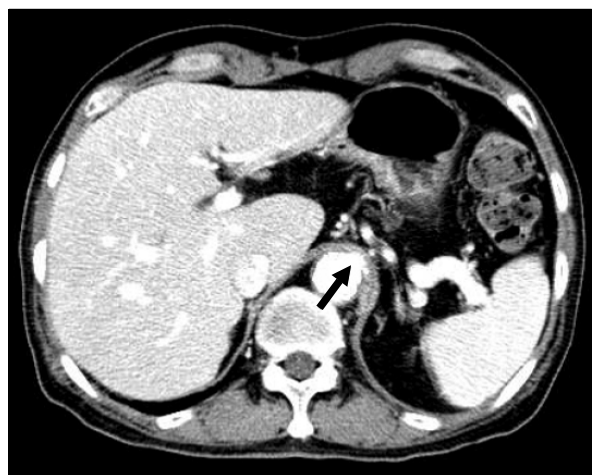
Follow up abdomen CT scan after 6 months of antituberculosis medication shows the disappearance of the aneurismal sac (arrow).
